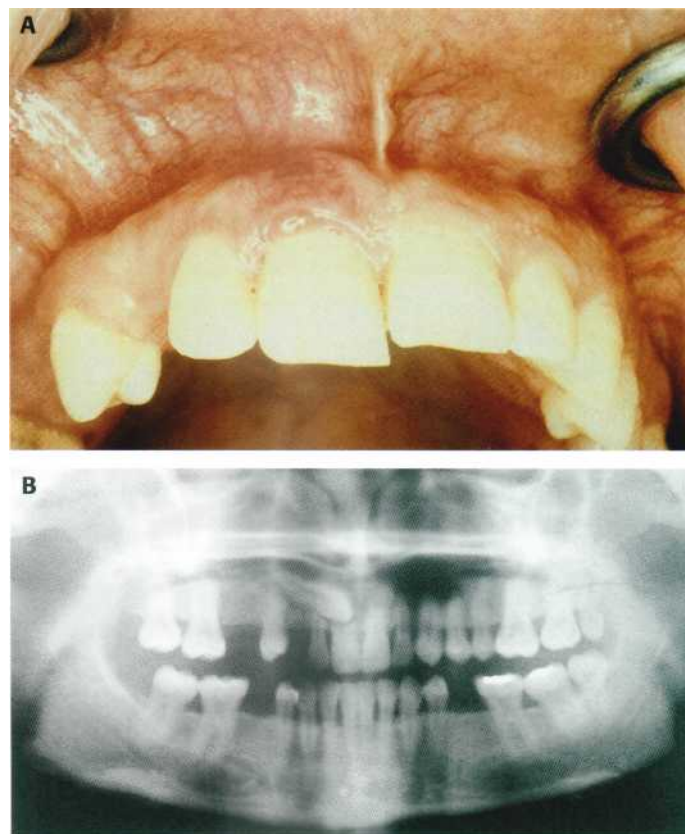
Complicaciones infecciosas de los caninos incluidos. (A) Absceso periapical en el 1.1. (B) Rizolisis del 1.1 producida por el canino incluido (1.3).
